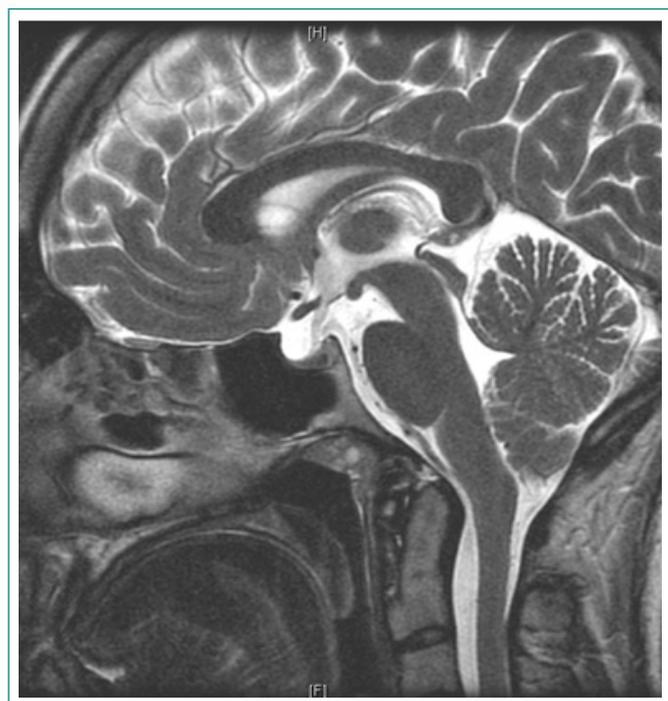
Imagen de silla turca vacía en RM hipofisaria
